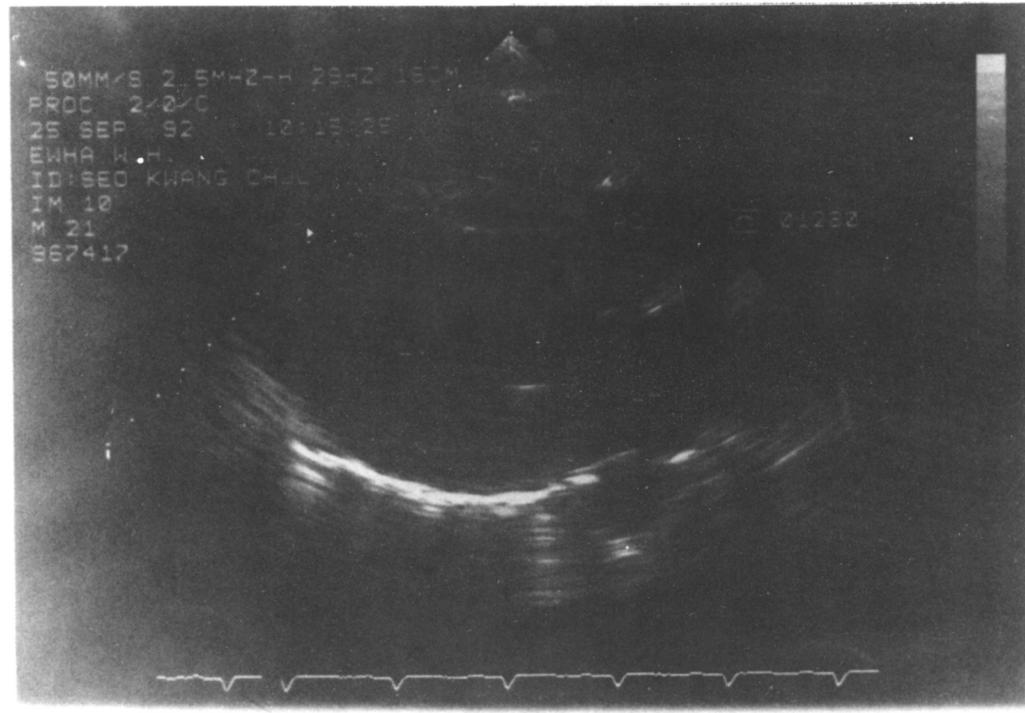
Echocardiography : increased LVEDD & LVESD, decreased contractility of LV, MR(GI) EF 33%
